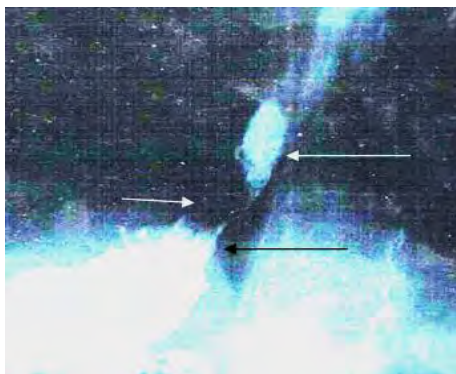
Левосторонней рентгенограммы пищевода и желудка с остатками водной взвеси сернокислого бария (фотография). Стрелка справа указывает на створку клапана обтекаемую контрастной массой, белая стрелка слева указывает на тень столбика водной взвеси сернокислого бария над створкой клапана, чёрная стрелка слева указывает на место пищеводного отверстия диафрагмы.
